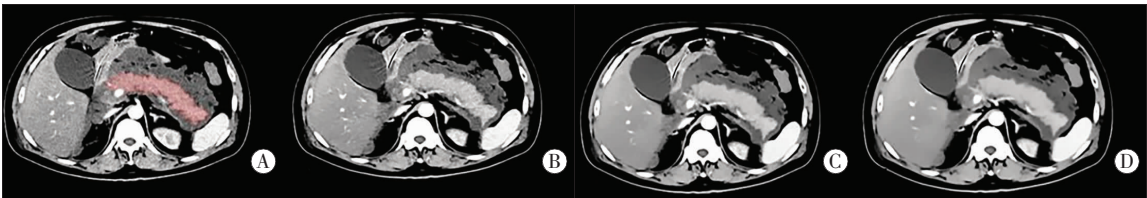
不同降噪系数水平下的门静脉期 CT 图像
